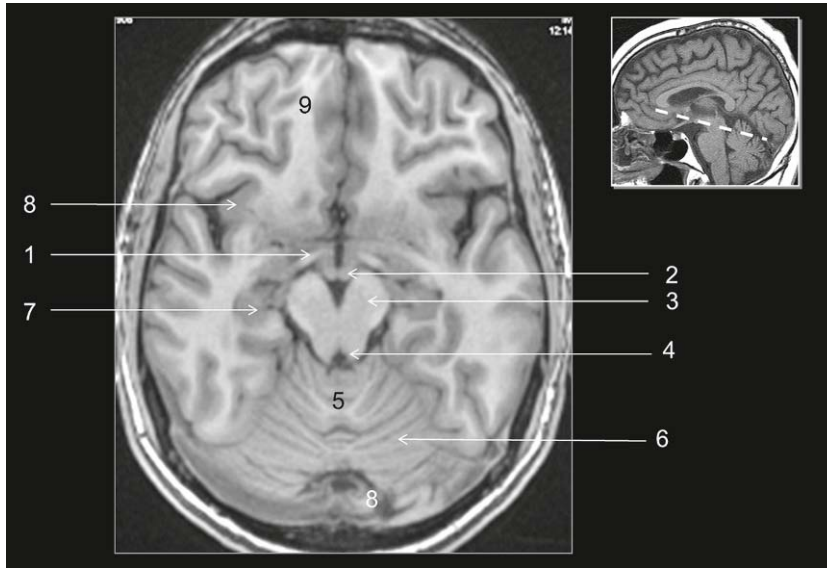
Coupe axiale (IRM) en pondération T1.
